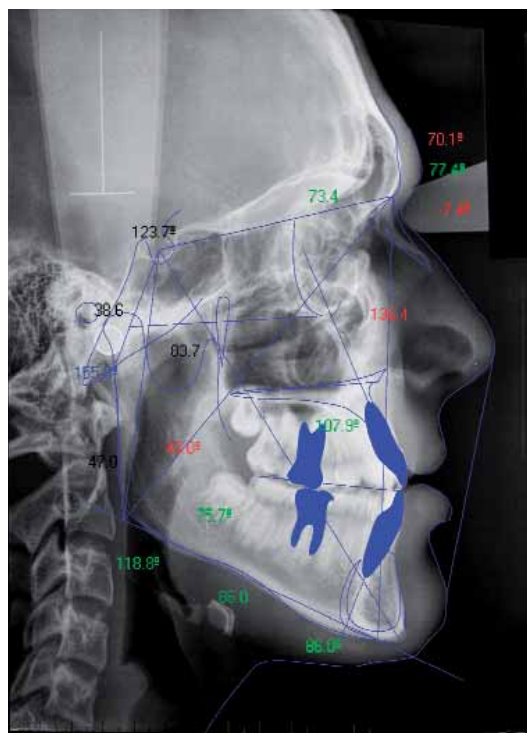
Rx. Lateral de cráneo, ortopantomografía y cefalometría pretratamiento.
